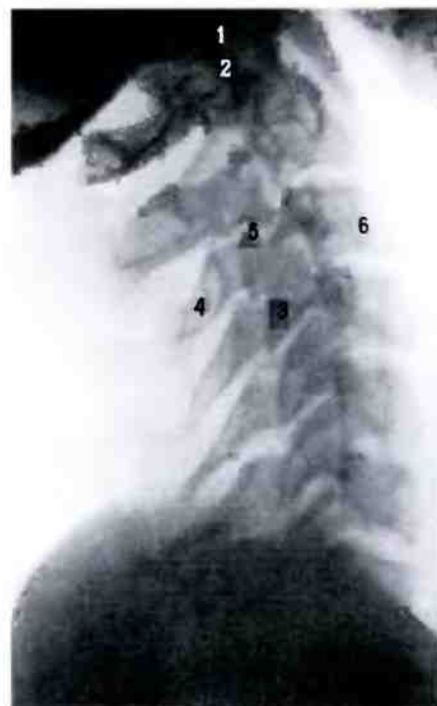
Шейная часть позвоночного столба; вид сбоку (рентгенограмма). 1 — I шейный позвонок; 2 — II шейный позвонок; 3 — поперечный отросток; 4 — остистый отросток; 5 — суставной отросток; 6 — тело позвонка.
